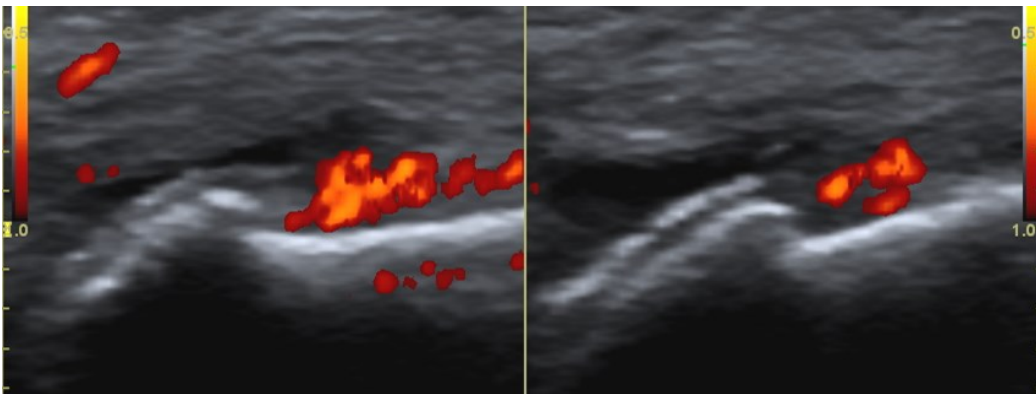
segno del doppio contorno, versamento articolare, ipertrofia sinoviale power Doppler positiva
